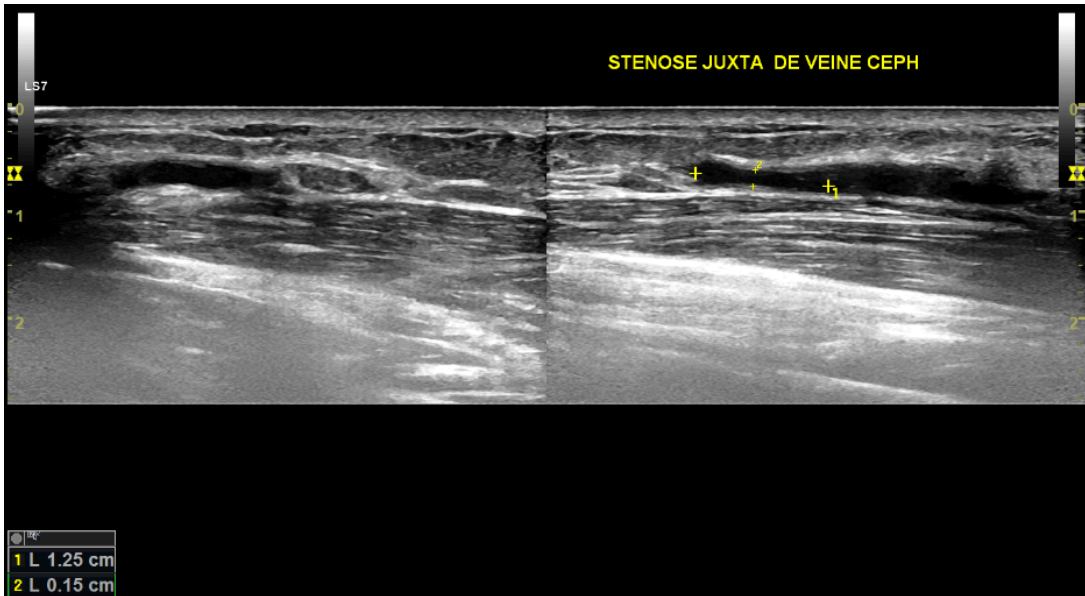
Échodoppler mode B, montre une sténose juxta anastomotique très serrée de la veine céphalique mesurant 1,5mm
